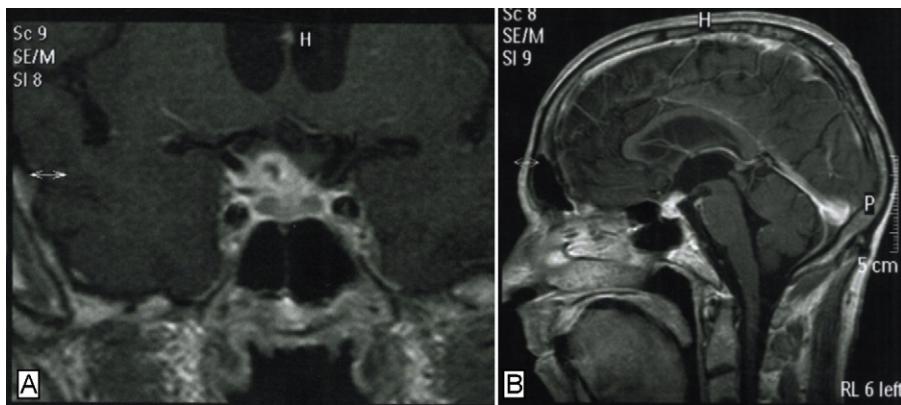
Ressonância magnética cerebral com lesão intraselar sugestiva de tuberculoma (A-corte coronal, B-corte sagital).
